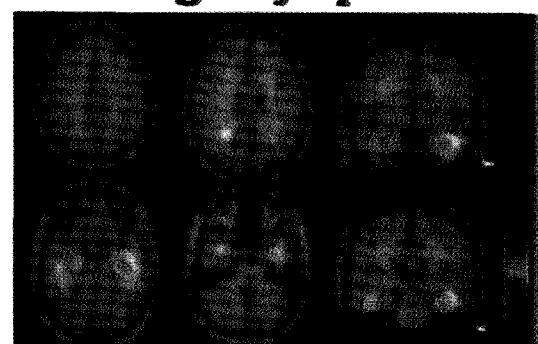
F-18 FDG PET during vomiting and symptom-free period (left) in a 12 year-old female (case 2) and subtraction images (right). Same finding as case 1 was observed. In this case, the metabolic changes in both temporal and parieto-occipital areas were less than those of case 1 and decreased metabolism in both occipital areas was more prominent than case 1.
